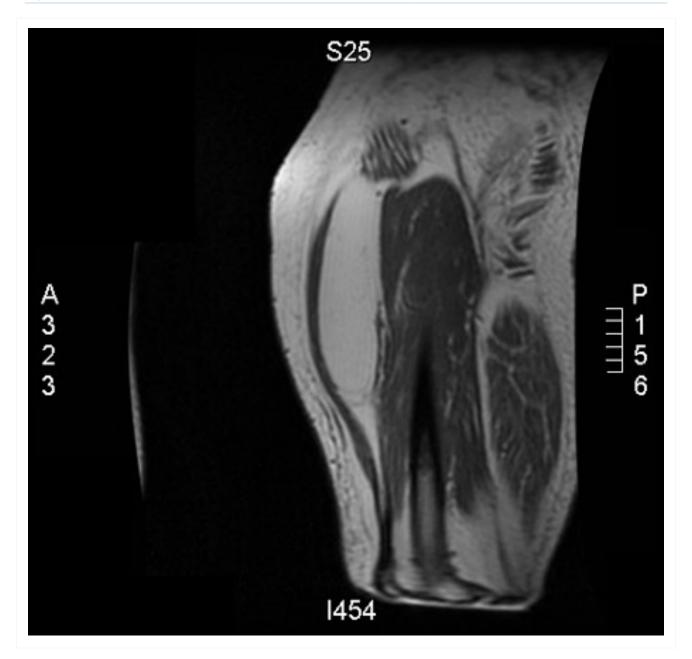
Lipoma intramuscular, quadríceps direito. Ressonância nuclear magnética (RNM), coronal, imagem ponderada em T1. Massa lipomatosa no aspecto anterior do quadríceps direito
